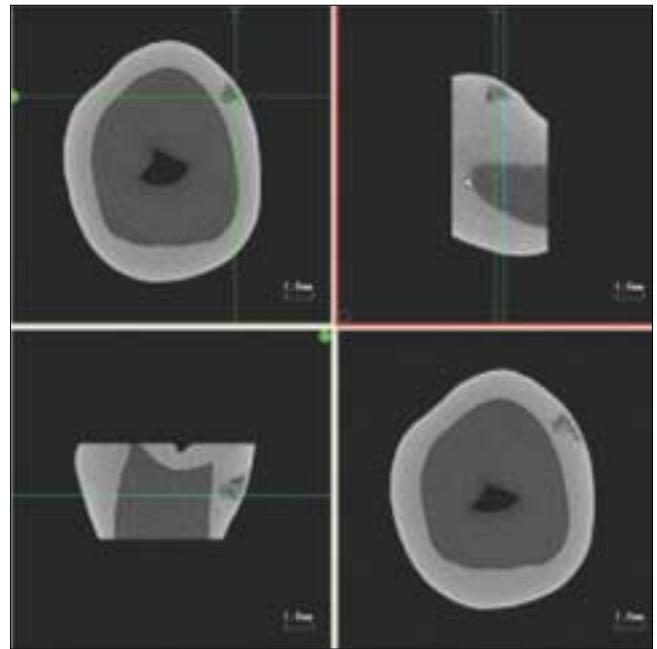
Micro-CT images with line profiling and point scanning to evaluate the lesion depths of non-cavitated early caries.
